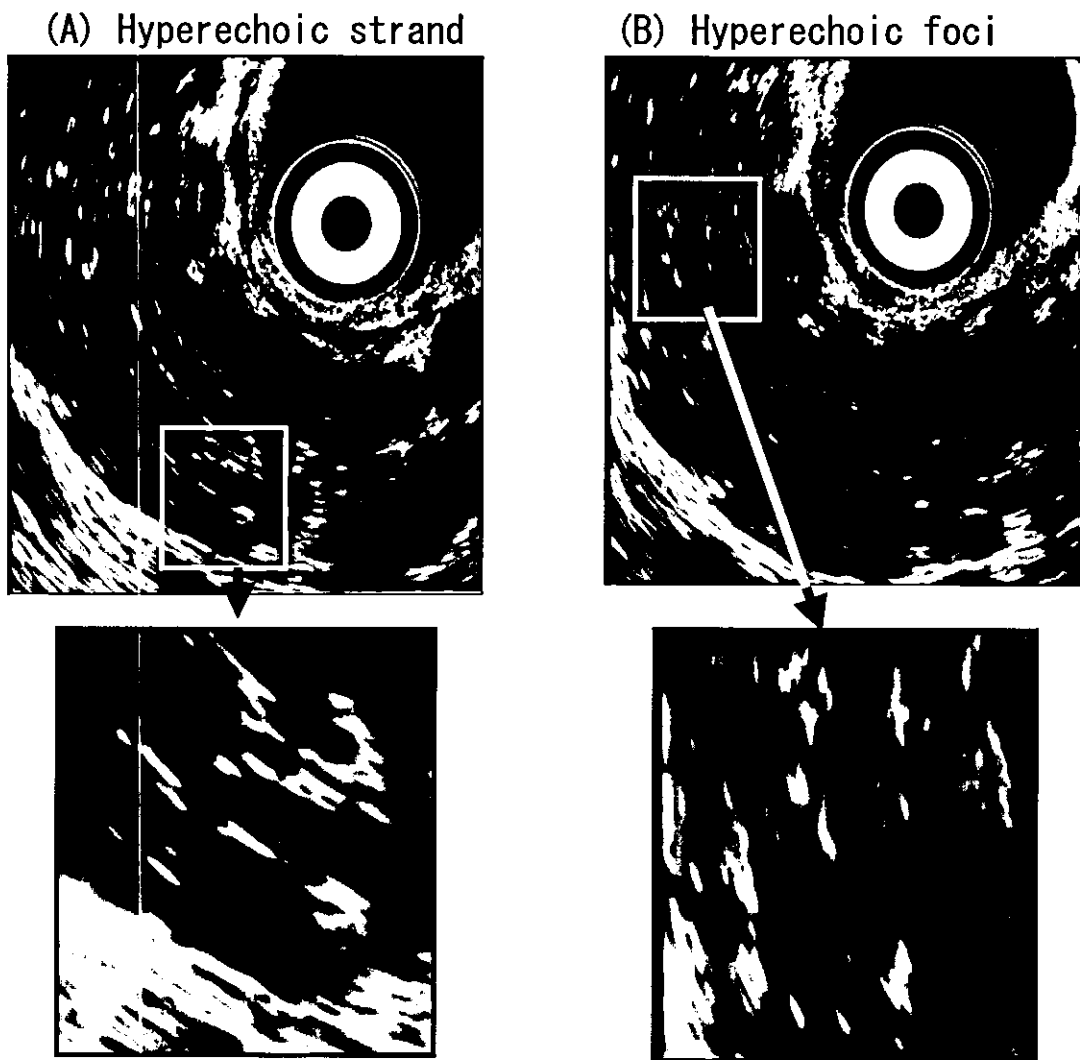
索状高エコー (A) と点状高 (不均一) エコー (B)
